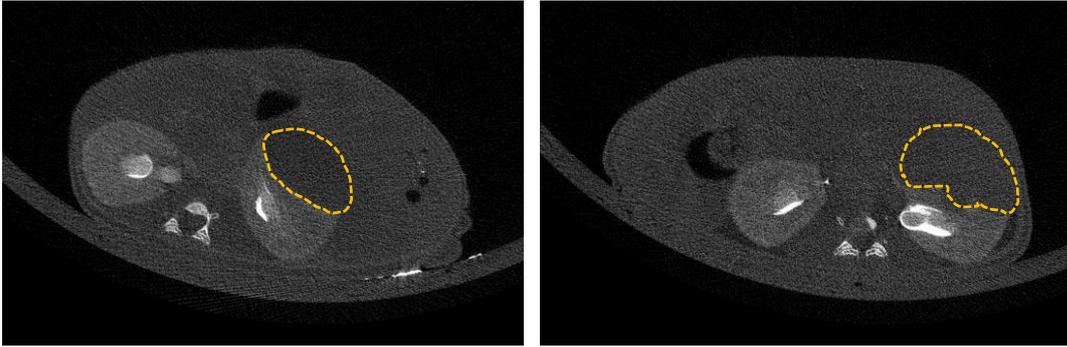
Kontrastmittel CT Bilder der Nieren zweier CAKI-2-Mäuse 8 Wochen nach OP. Die Tumore sind mit einer gelben, gestrichelten Linie markiert. Die Nieren sind durch Kontrastmittelaufnahme im Vergleich zur Umgebung hyperdens deutlich zu erkennen.
